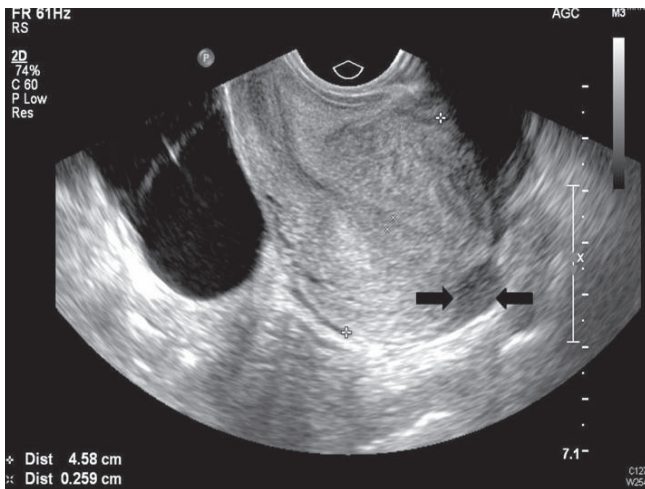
Preoperative ultrasonography. Well margined, oval shaped hypochoic lesion is noted on the fundus of the uterus.
